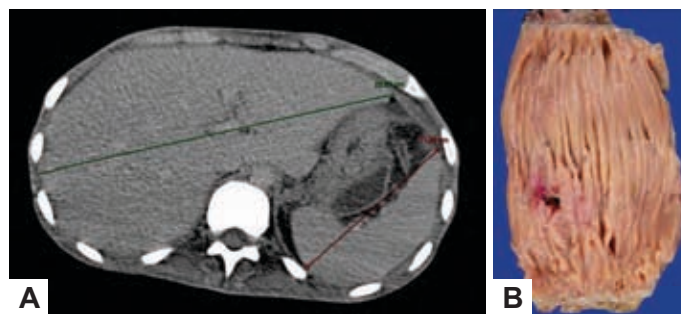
A, tomografía axial computarizada donde se observa hepatomegalia y esplenomegalia leve. B, íleon, pieza quirúrgica resecada donde se muestra la perforación intestinal. Se analizaron segmentos de yeyuno (6.9 cm), íleon terminal (5.5 cm) y epiplón (9.5 cm).
